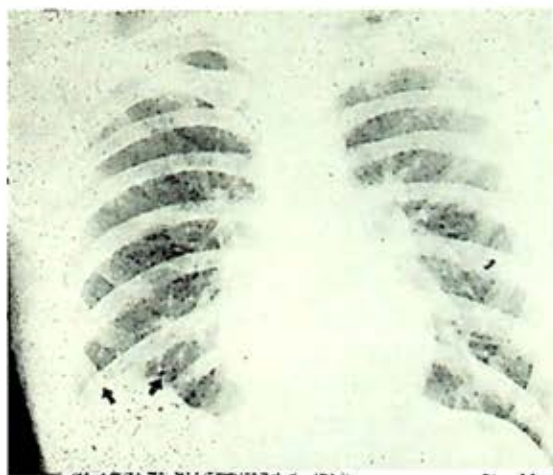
Masculino de 25 años de edad, hallazgo de censo torácico. La radiografía muestra deformación del hemidiafragma derecho.
